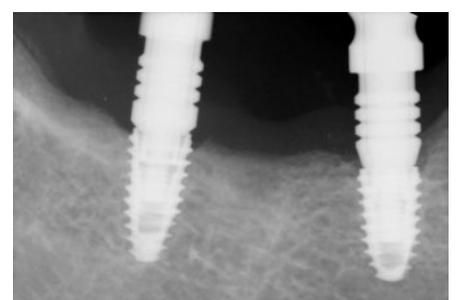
参考画像。オリジナルコーピング連結時のデンタルX線像。各パーツが正確に組み合わさった状態だと、一体型のインプレッションコーピングと何ら変わりはない。
